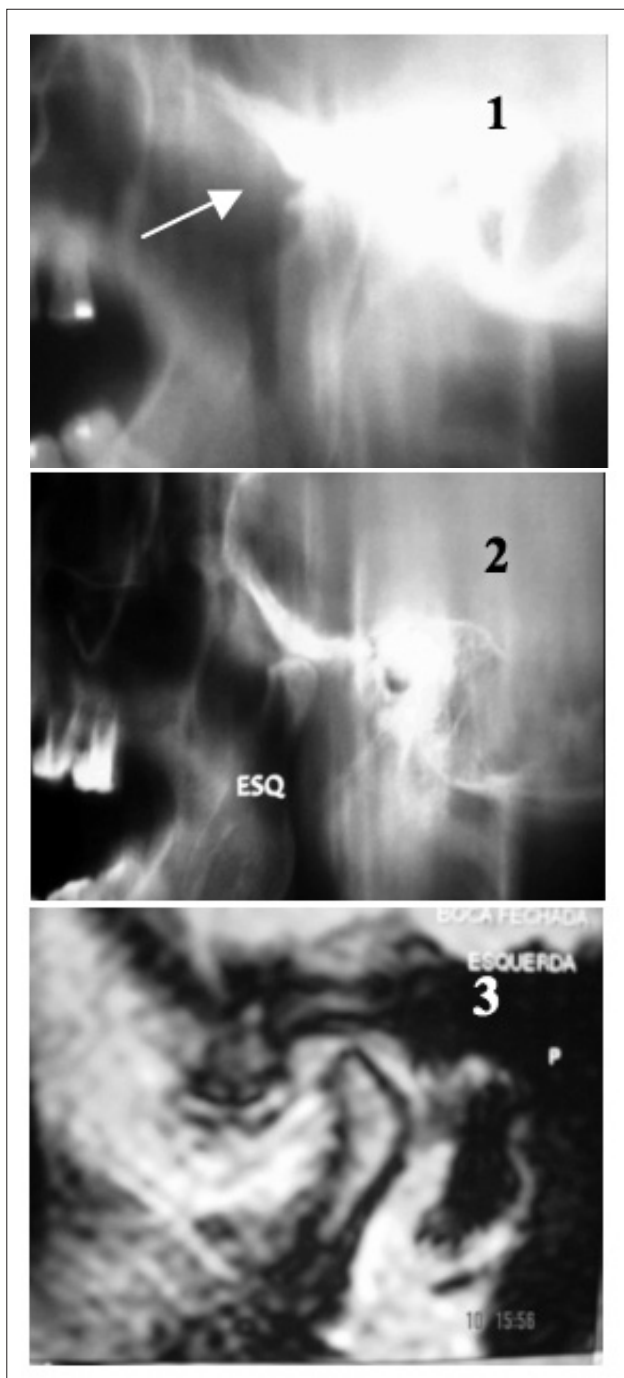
(1) Mostra PL convencional da ATM, em boca aberta (observar osteófito anterior); (2) PL digital da ATM em boca aberta e (3) RM em corte sagital T2 da ATM, em boca fechada.
